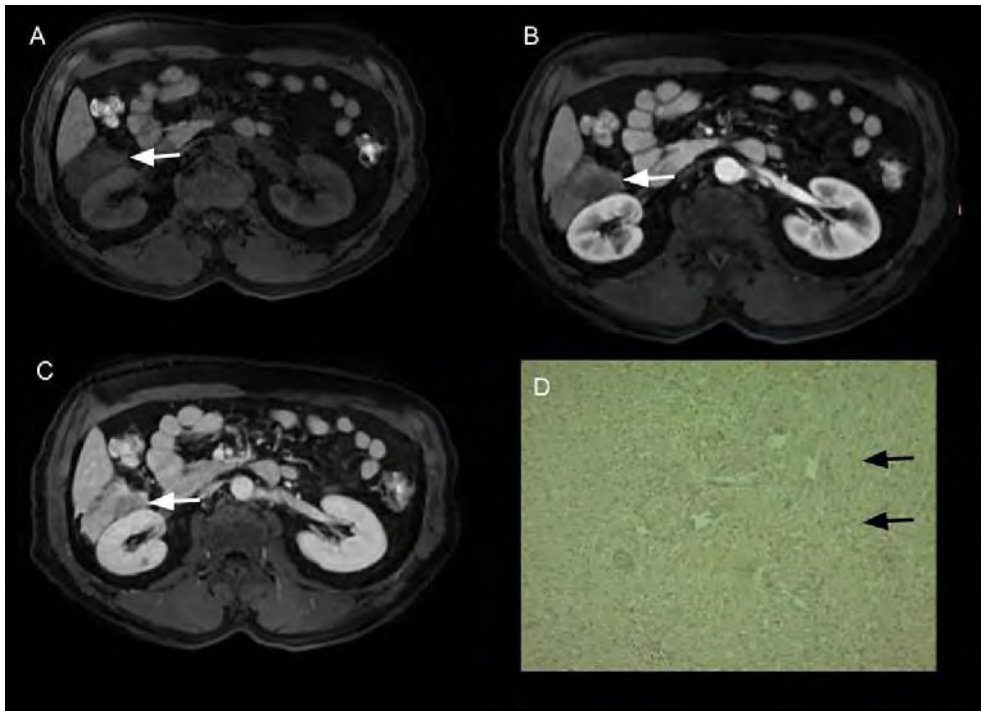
A) RM de abdomen que evidencia lesión pararenal derecha (flecha blanca) hipointensa en secuencia axial T1. B) Fase arterial, la cual muestra escaso realce. C) Fase tardía: se observa progresión de la captación. D) Inmunomarcación de proteína S100 que tiñe de marrón núcleos y citoplasmas de células fusiformes de manera difusa (flecha negra).
